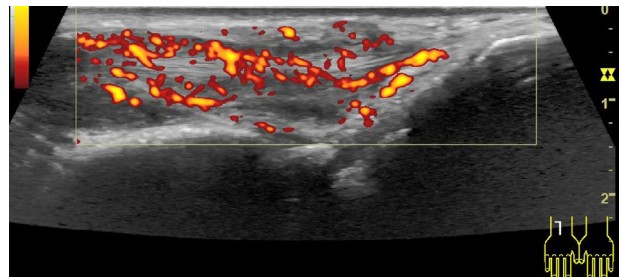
Ultraschallbild einer Handgelenksarthritoid eines PsA-Patienten im Longitudinalbild. Es ist kaum ein Gelenkerguss darstellbar, aber eine ausgeprägte Hyperperfusion im Power-Doppler mit Beteiligung der Synovia und der Strecksehnen ist sichtbar. Verwendung des Bildes mit freundlicher Genehmigung von Priv.-Doz. Dr. med. Valentin S. Schäfer.
